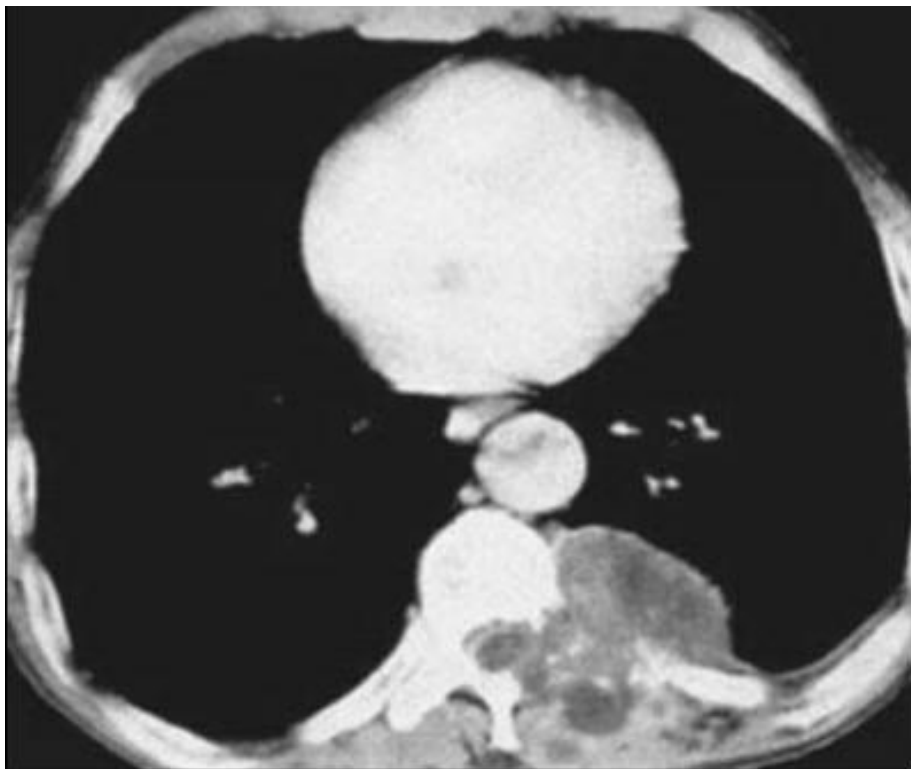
TDM thoracique en fenêtre médiastinale montrant une hydatidose médiastinale secondaire à une hydatidose cardiopéricardique [51]
